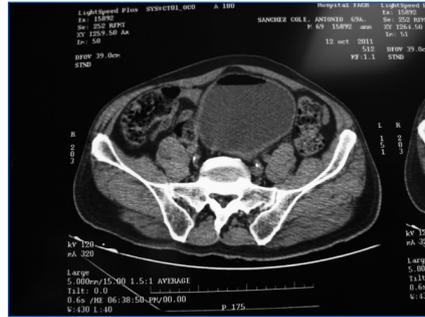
Pielo-TAC que muestra aire intravesical.
